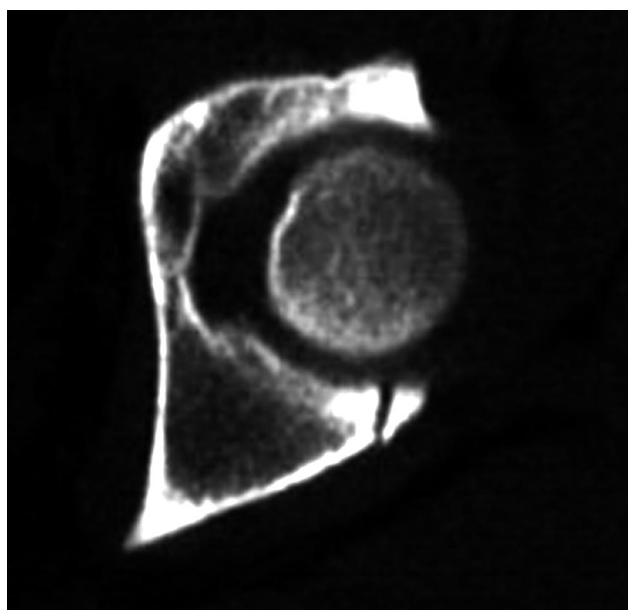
Anatomie pilířů v úrovni baze kyčelní kosti (supraacetabulárně) v axiálním CT obrazu (volně podle Harrise a spol.): iliopektineální linie (označena dlouhou šipkou), přední pilíř (označen krátkou plnou šipkou), zadní pilíř (označen krátkou čerchovanou šipkou)
